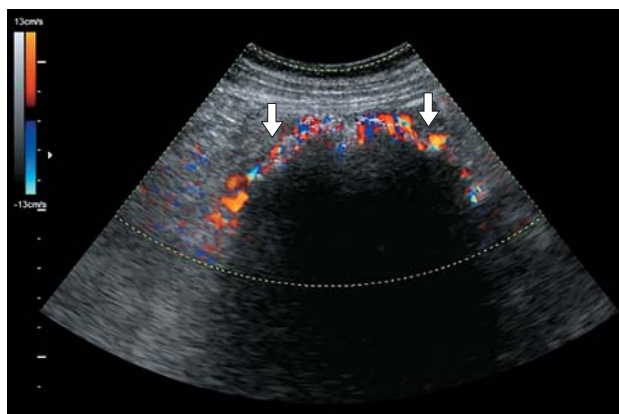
УЗИ брюшной полости. Режим ЦДК. Отсутствие кровотока внутри выявленного текстильного ятрогенного образования с регистрацией усиленного кровотока в окружающих тканях (стрелки).
